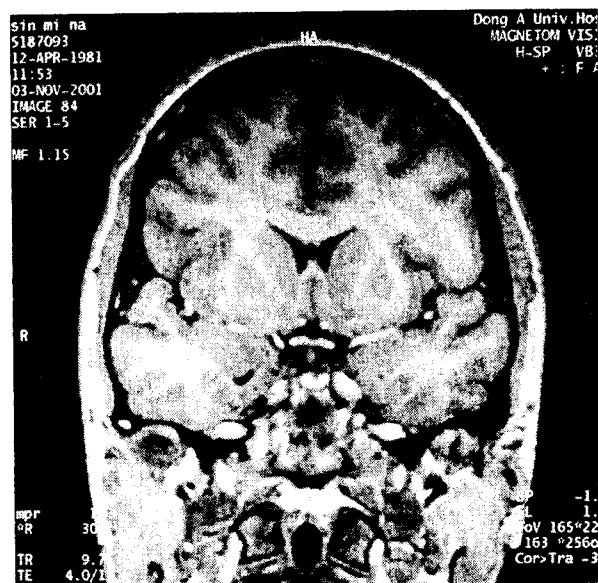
Coronal view of brain MRI TIWI shows normal finding.
